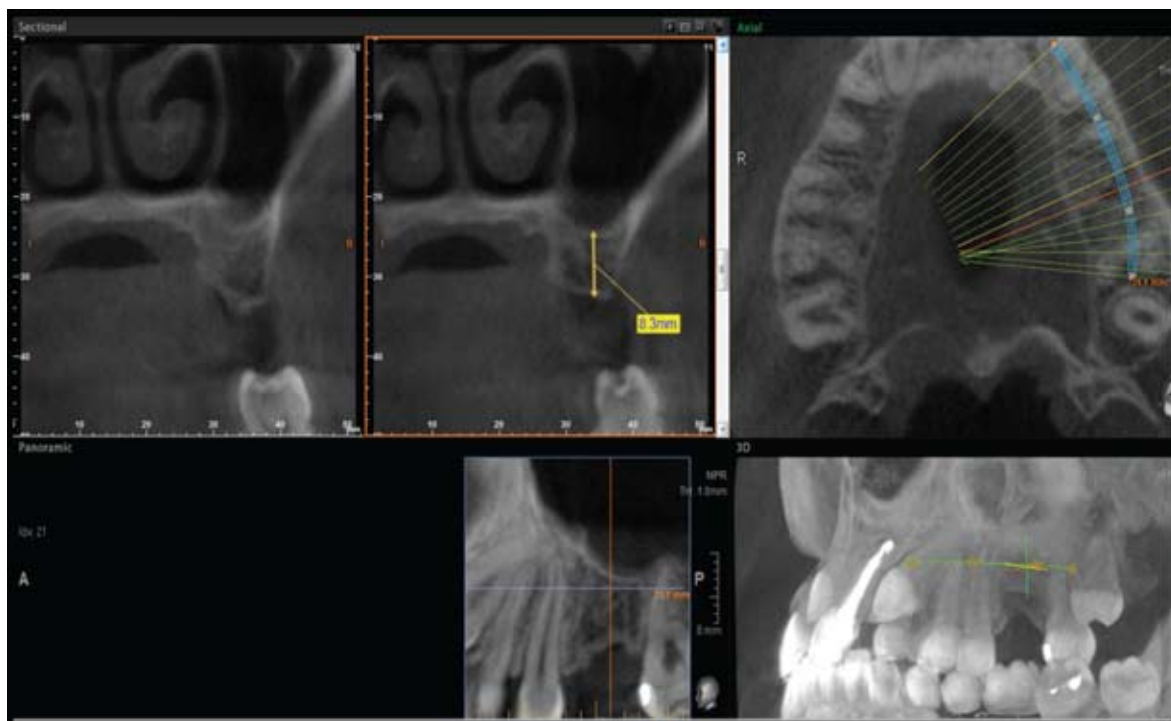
Планирование дентальной имплантации на верхней челюсти в области отсутствующего 26 зуба с помощью трехмерного изображения, полученного при помощи конусно-лучевой томографии.
